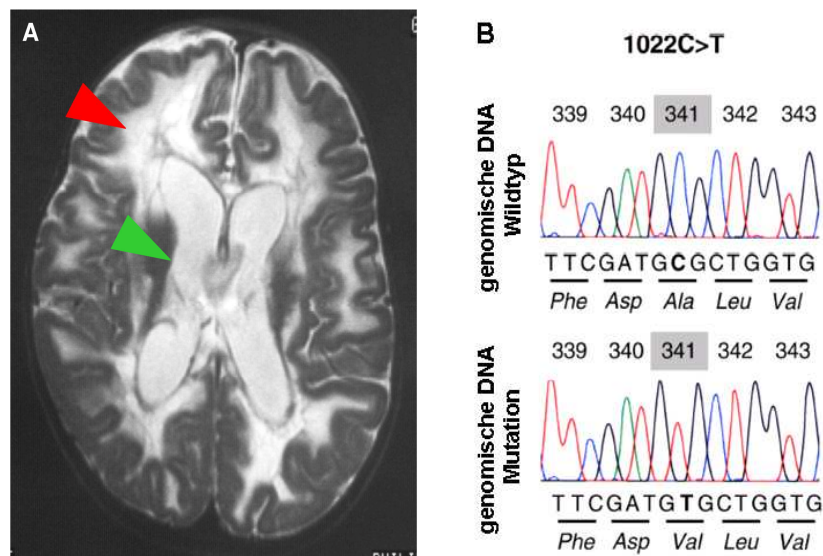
Schädel-MRT der Patientin C in der T₂-Wichtung und Identifizierung der Mutation c.1022C→T. (A) Die zystische Degeneration der weißen Substanz ist im Bereich des Vorderhirns (helle Region, die an die Großhirnrinde angrenzt, roter Pfeil) deutlich zu erkennen. Im rechten Frontallappen ist der Untergang der weißen Substanz besonders weit fortgeschritten. Beide Seitenventrikel sind infolge des Substanzverlustes stark erweitert (grüner Pfeil). (B) Der Basenaustausch C→T an der Position nt1022 der *NDUFV1*-cDNA führt bei der Patientin zum Austausch der Aminosäure Alanin zu Valin an der Position 341 des NDUFV1-Proteins (Abbildung modifiziert nach ⁹⁸).
